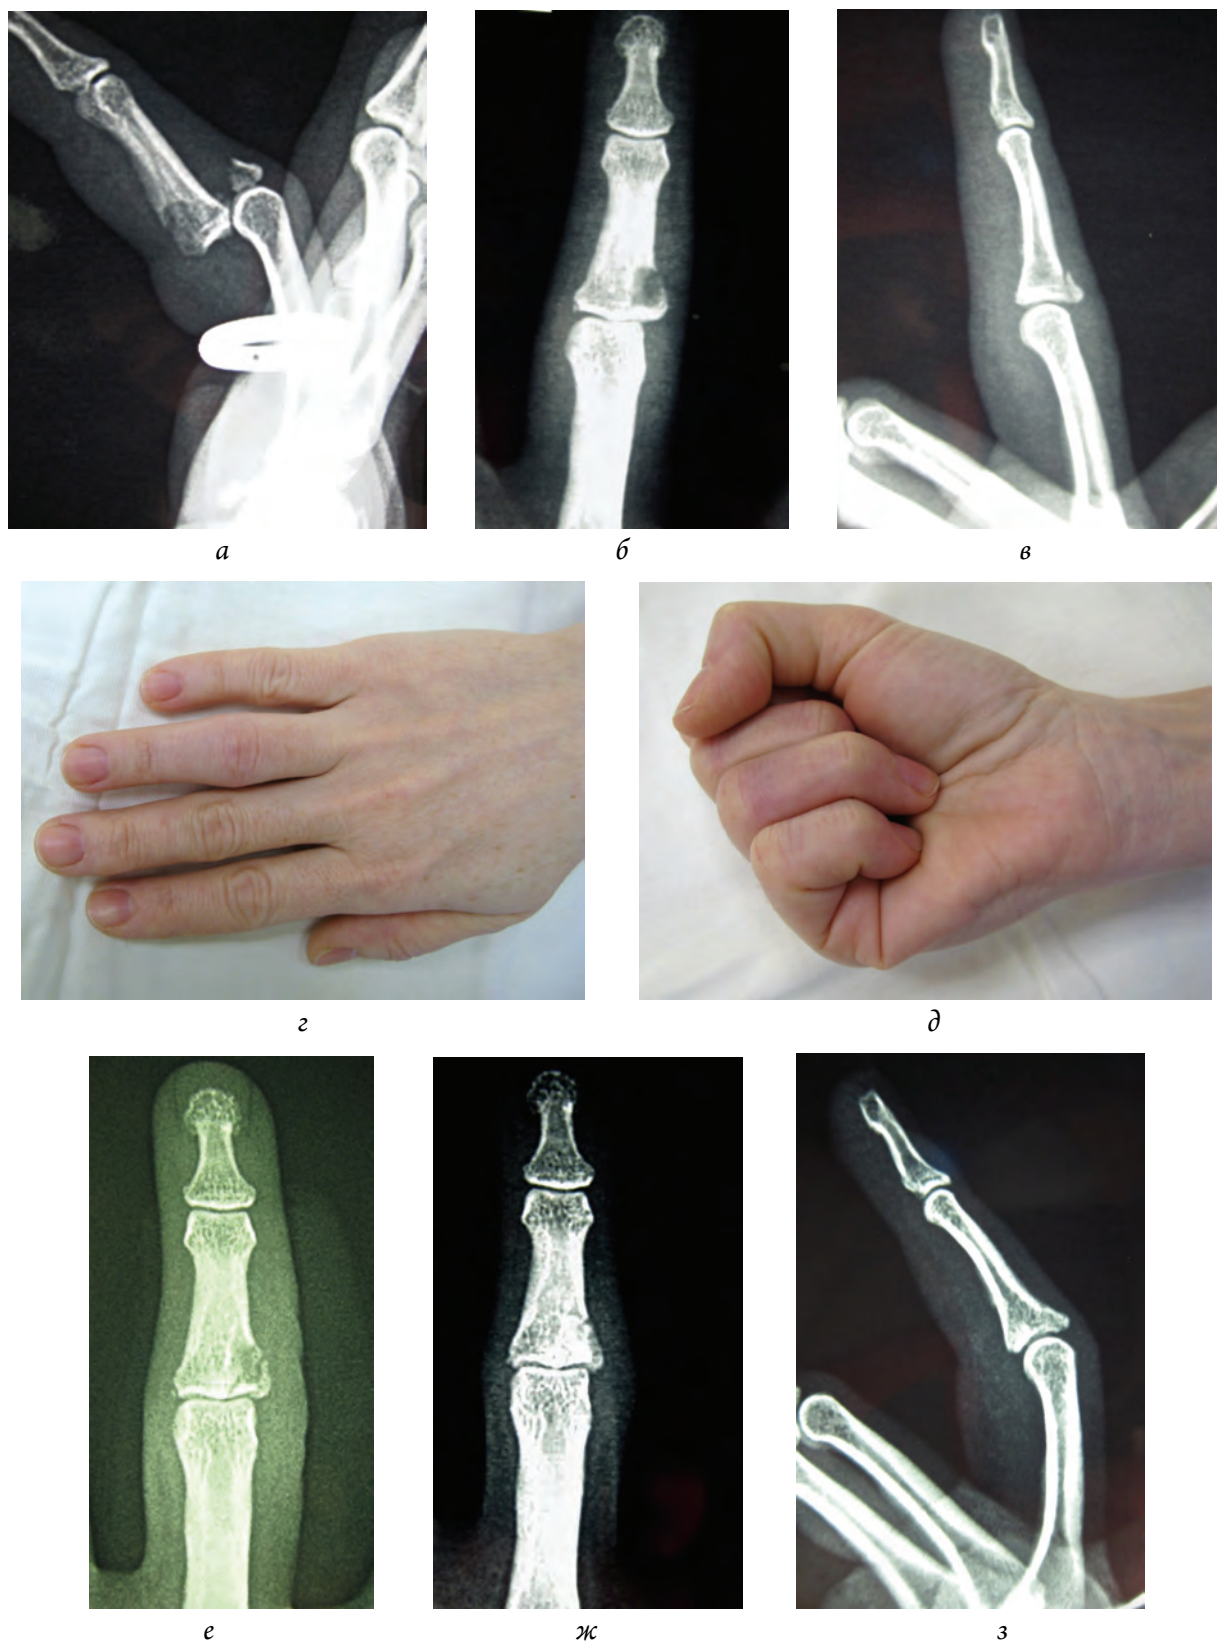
Результат лечения пациентки С., 37 лет, с энхондромой средней фаланги IV пальца правой кисти: а – патологический перелом с подвывихом средней фаланги; б, в – рентгенограммы перед операцией удаления энхондромы после закрытого устранения подвывиха и иммобилизации гипсовой повязкой в течение 3 нед; г, д – внешний вид и функция IV пальца перед операцией; е – рентгенограмма через 6 дней после операции удаления энхондромы с пластикой костной полости «КоллапАном»; ж, з – рентгенограммы через 4 мес после операции
